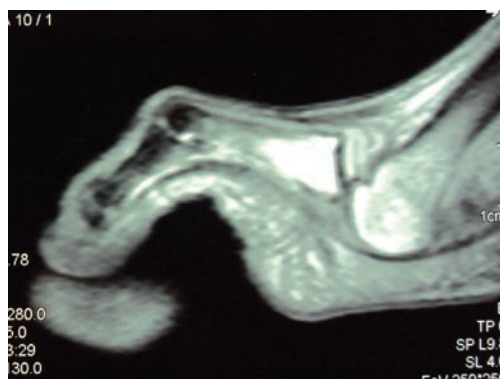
Больная Б. Компьютерная томограмма молоткообразно деформированного II пальца правой стопы, метатарзалгия
